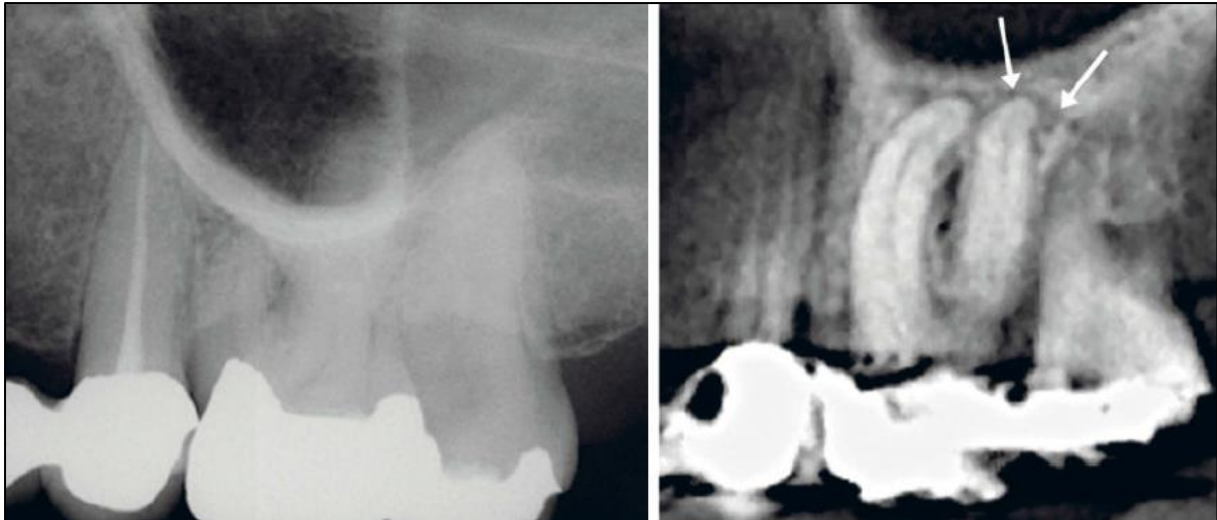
Sur cette radiographie, la superposition de la première molaire maxillaire gauche symptomatique avec le processus zygomatique empêche la mise en évidence d'une radio-clarté. La réalisation d'un CBCT a permis d'observer cette radio-clarté.(43)
